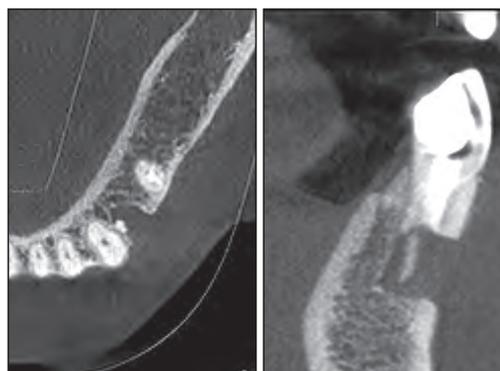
CBCT corte sagital y axial
